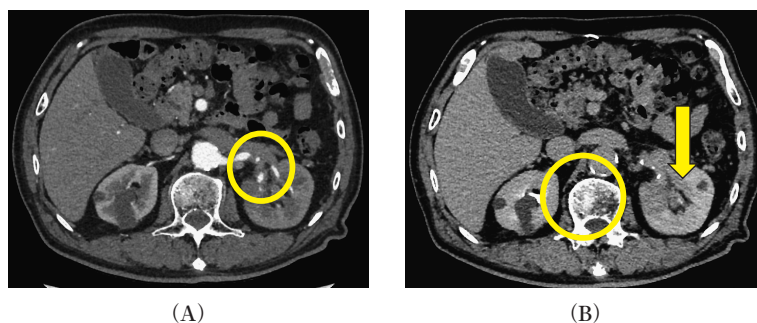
Abdominal enhanced computed tomography early phase (A) and excretory phase (B) reveal that partial contrast effect on the left renal pelvis wall and findings of suspected metastasis in the L1 vertebra and left renal hilar lymph node.
